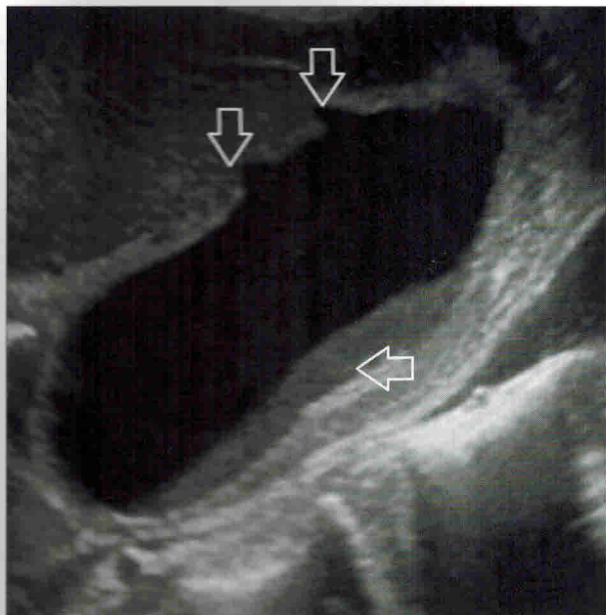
УЗИ острого холецистита. Визуализируется увеличенный в размерах желчный пузырь с утолщенными стенками, эхогенным складжем по задней стенке и двумя дивертикулами в передней стенке (стрелки)
